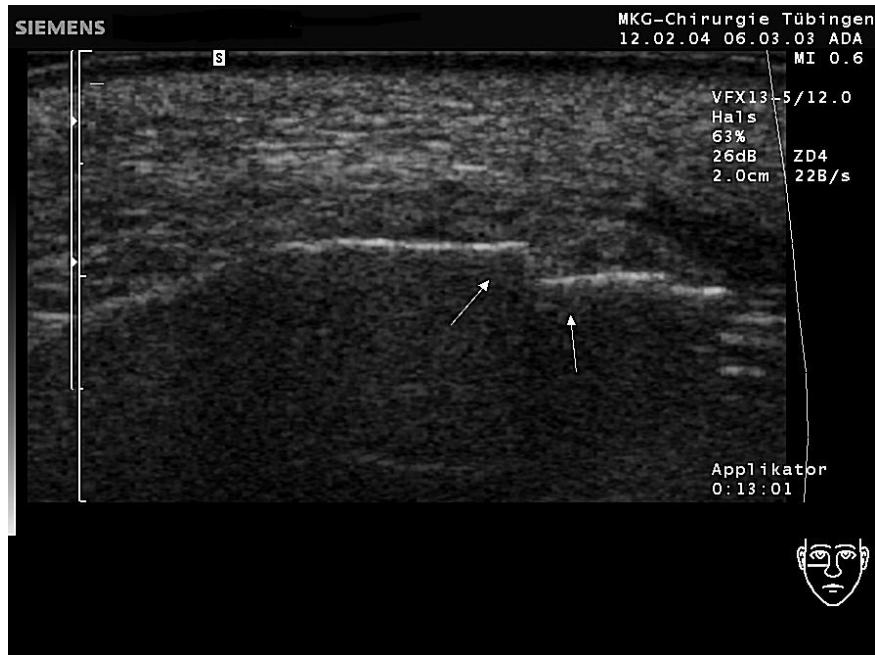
Postoperative sonographische Kontrolle nach Fragmentreposition am Infraorbitalrand
